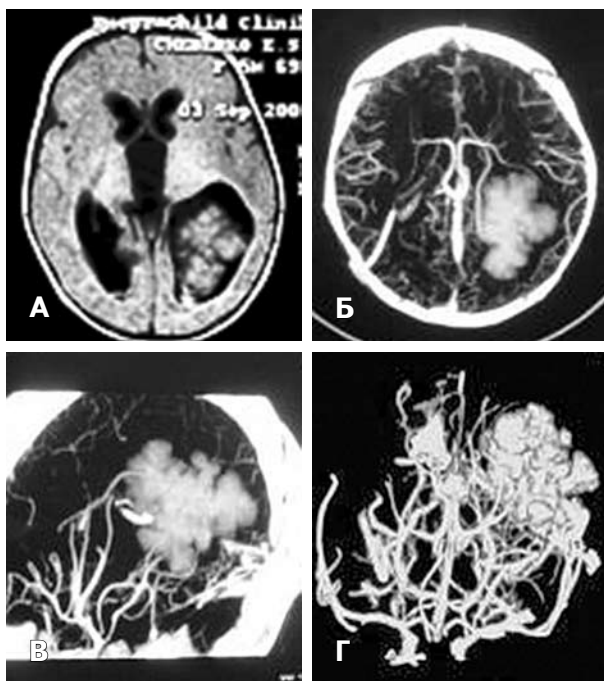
Ребенок Ч. Плексусапиллома бокового желудочка. А — КТ; Б — спиральная КТ-ангиография, аксиальный срез; В — спиральная КТ-ангиография, сагиттальный срез; Г — 3D-реконструкция.
